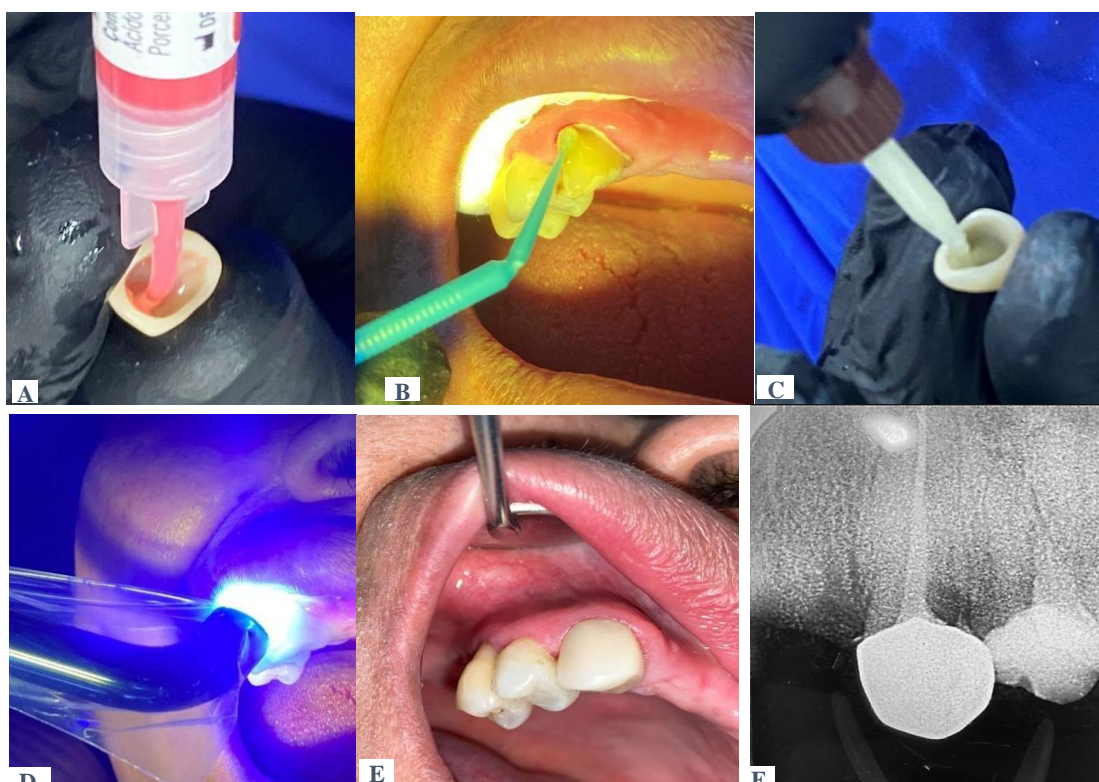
A. Acondicionamiento de la corona de disilicato de litio. B Acondicionamiento de la estructura dental tallada previa a recibir la corona. C. Colocación de cemento en la corona de disilicato de litio. D. Protocolo de cementación y fotocurado. E. Resultado final. F Radiografía final.
